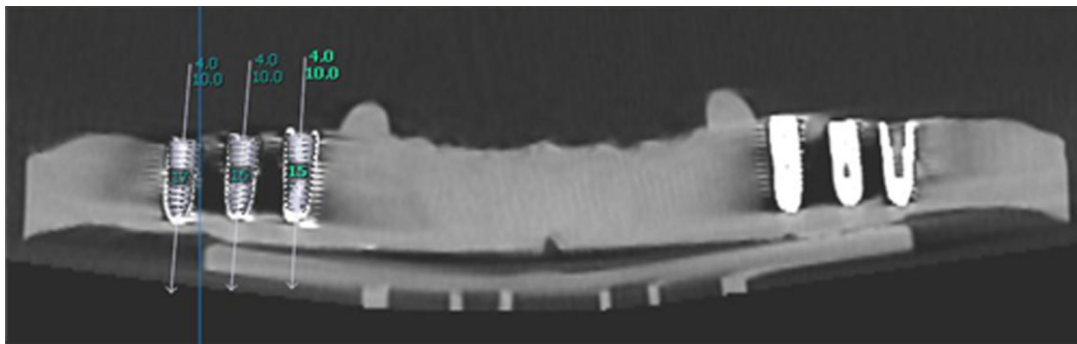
Superimposition of presurgical and postsurgical CBCT scans.
